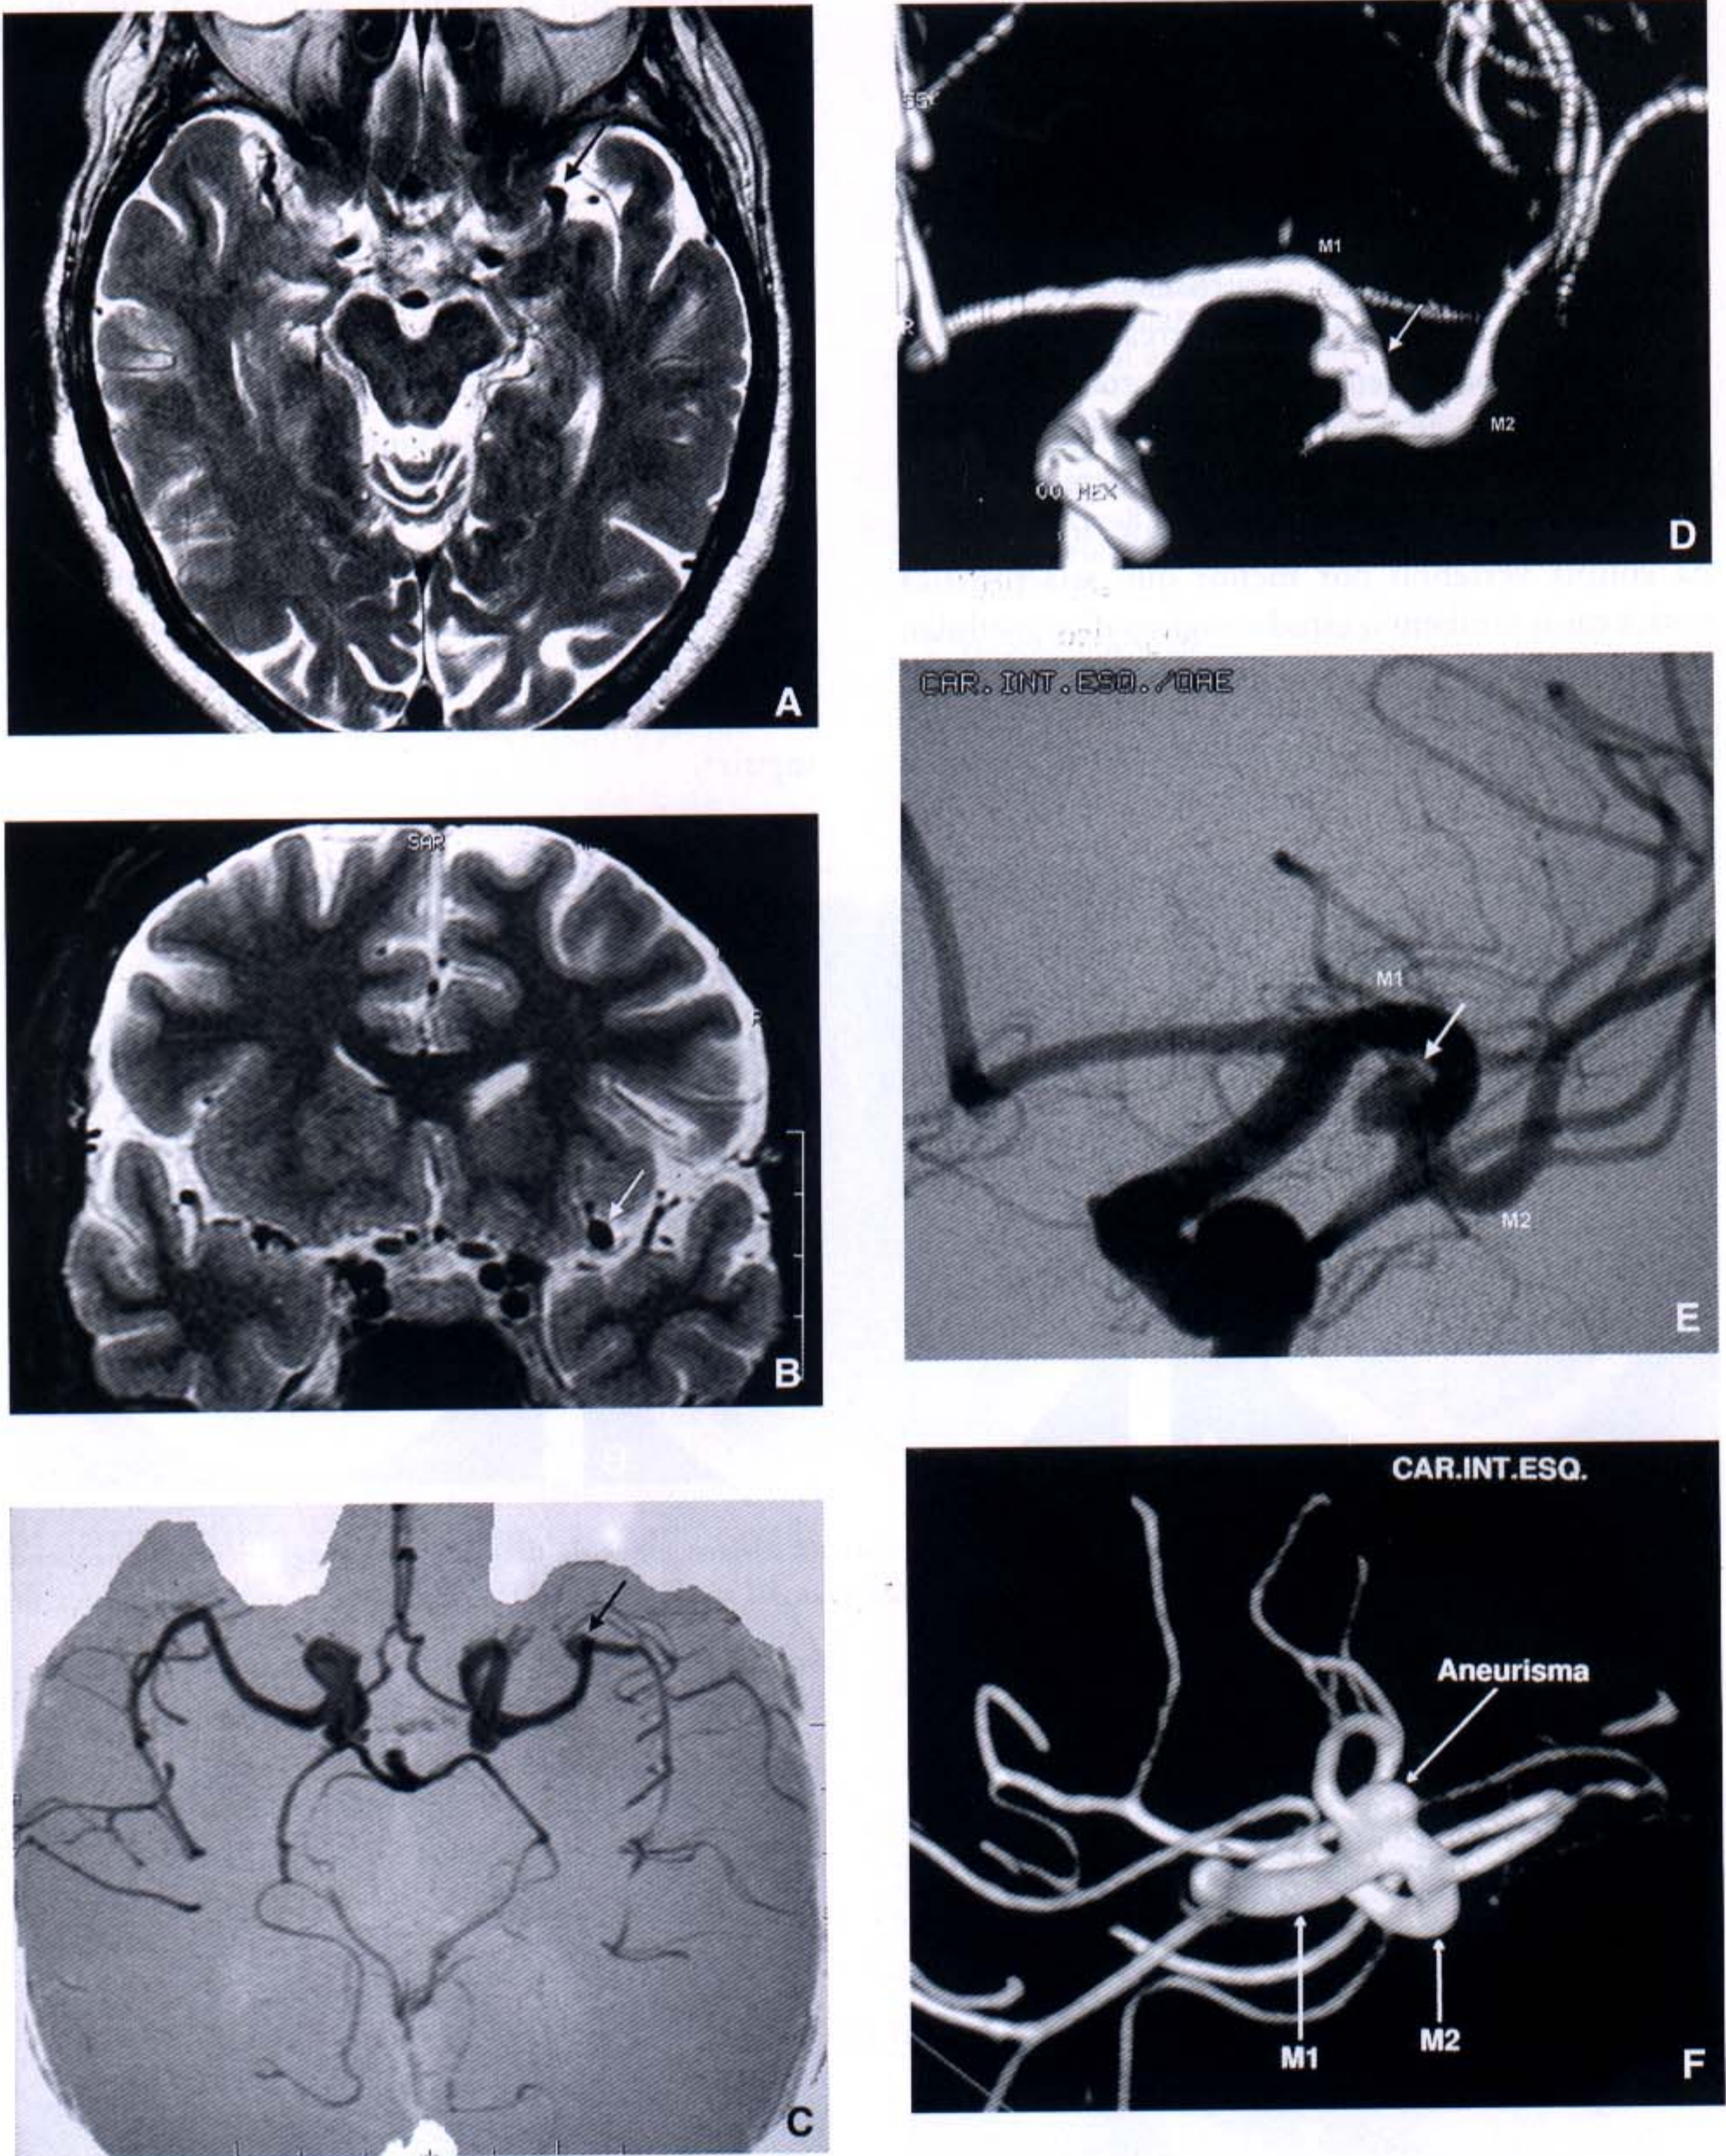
Imagens diagnósticas de aneurisma incidental proximal de artéria cerebral média esquerda em paciente do sexo feminino de 60 anos (imagens: Med Imagem – Diagnósticos Médicos por Imagem). A: RM em corte fino de T2 em plano axial. B: RM em corte fino de T2 em plano coronal. C: Angio-RM com técnica de projeção de intensidade máxima. D: Angio-RM com imagem 3D a partir da técnica de intensidade máxima e *volume rendering*. E: Angiografia digital em visualização oblíqua. F: Angiografia digital em 3D obtida a partir de *volume rendering*.
